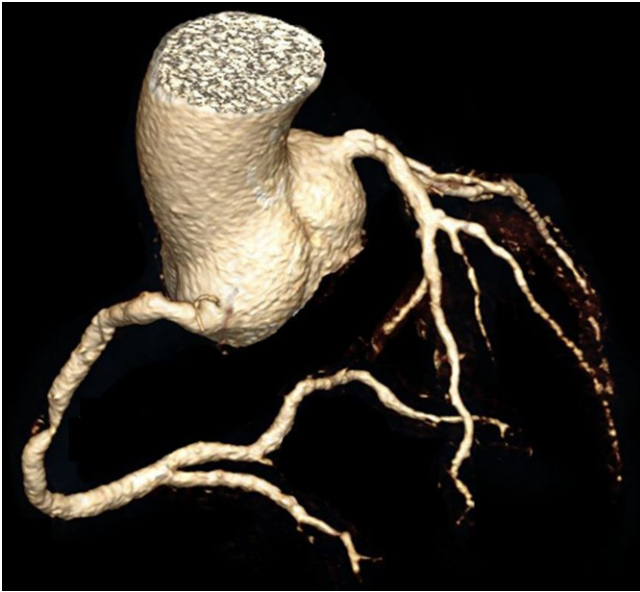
◀ Dreidimensionale Rekonstruktion des Computertomographie-Koronarbaums (derselbe Patient wie in [Abb. 2](#))
